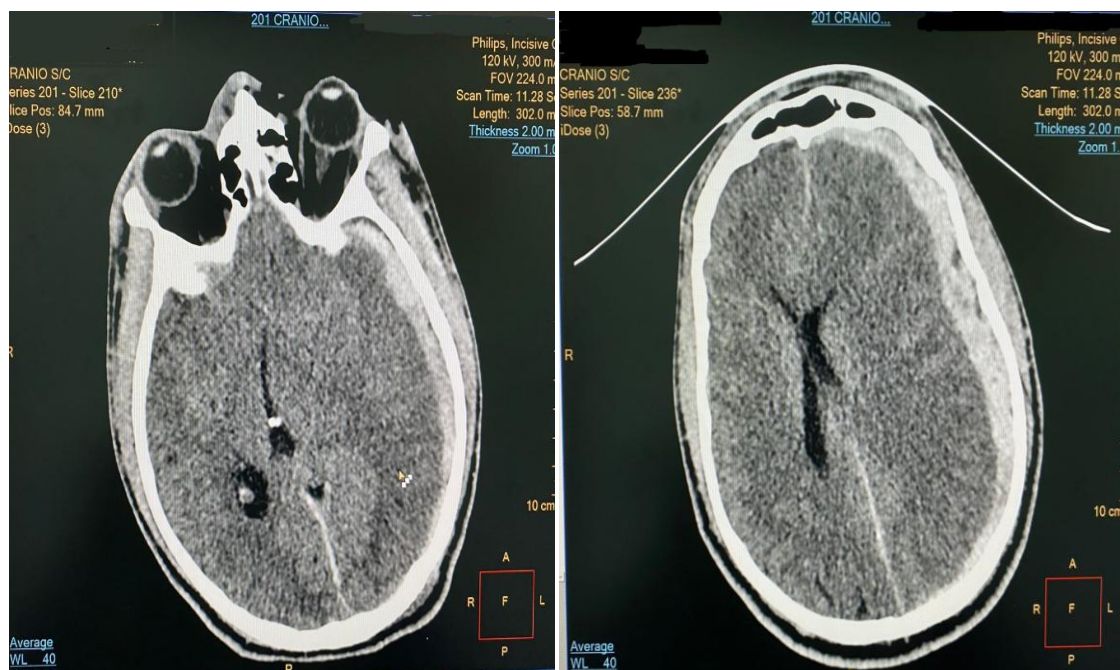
Tomografia Computadorizada de Crânio com a presença de hematoma subdural agudo (HSDA) a esquerda com desvio de linha média (DLM) e Herniação subfalcina. São Cristóvão. 2026.
